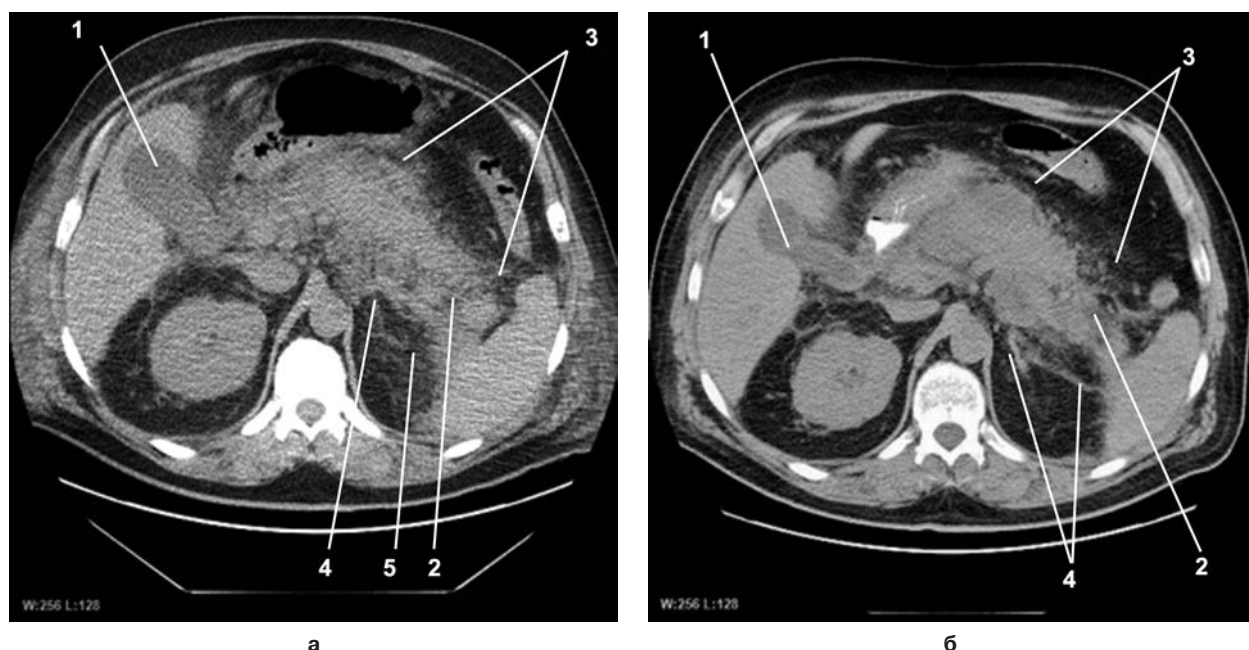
Компьютерная томограмма. Панкреонекроз, 3-и сутки заболевания, до проведения внутриартериальной инфузии алпростадиллом (а): 1 – увеличение размеров желчного пузыря; 2 – некроз ткани в области хвоста ПЖ; 3 – отёк и инфильтрация в парапанкреальной клетчатке в области тела и хвоста ПЖ; 4 – отёк и инфильтрация в ретропанкреатической клетчатке; 5 – отёк и инфильтрация по переднему листку левой параренальной фасции. Панкреонекроз, 5-е сутки, после проведения лечения, тот же больной (б): 1 – уменьшение размеров желчного пузыря; 2 – некроз в области хвоста ПЖ; 3 – уменьшение отёка и инфильтративных изменений в парапанкреальной клетчатке в области тела и хвоста ПЖ; 4 – уменьшение отёка и инфильтрации в ретропанкреатической клетчатке и по переднему листку левой параренальной фасции.
